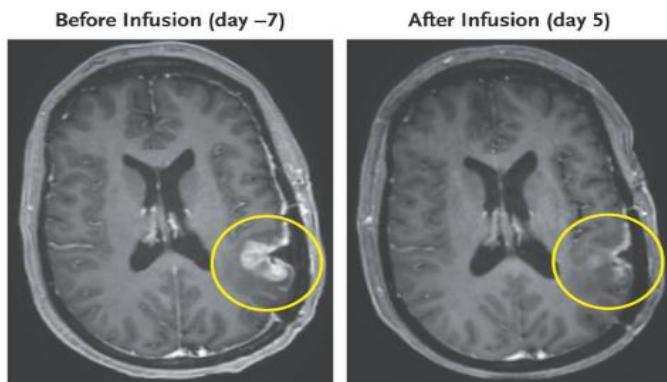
Resultado do terceiro paciente. A ressonância magnética evidenciou regressão tumoral após uma única infusão de células e ficaram abaixo do limite de detecção por um período (Brown et al., 2024).
